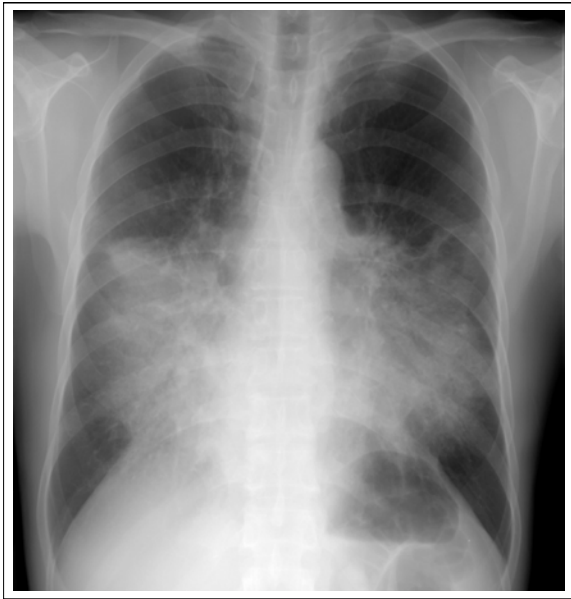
Chest radiography shows the aggravated consolidation compared with previous study in right middle lobe, left lingular division and both lower lobes.
